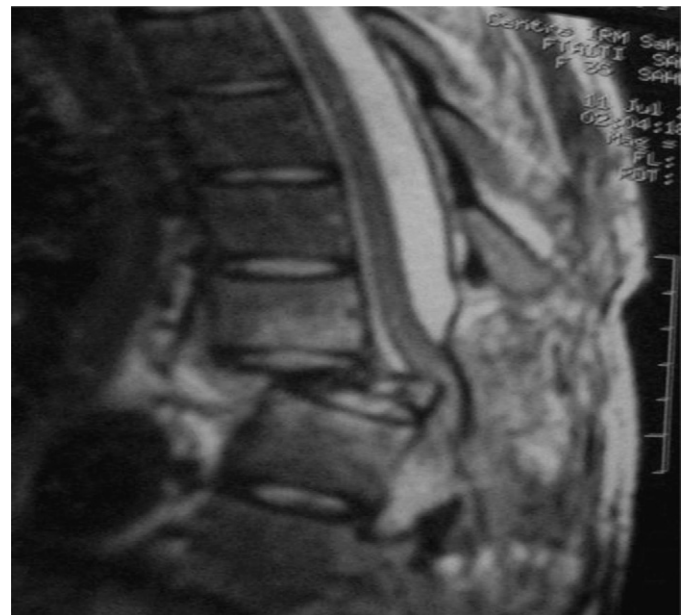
Cas 6. IRM du rachis, séquence sagittale STIR de la charnière dorsolombaire : évolution vers la destruction totale de D9 avec antéolithésis grade 2 de D8 responsable d'un recul du corps de D10 qui comprime la moelle en regard plaquée contre l'arc postérieur correspondant.
